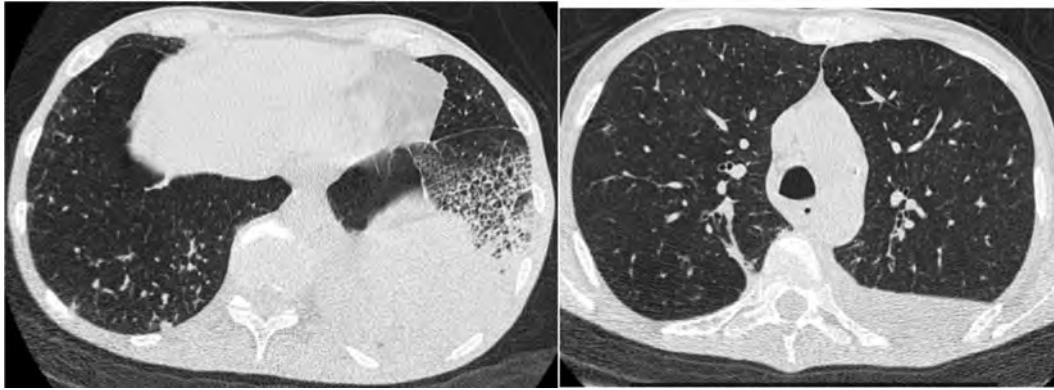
КТ органов грудной полости пациентки с COVID-ИА и ХОБЛ. В нижней доле левого легкого крупная зона уплотнения по типу консолидации, широко прилежащая к реберной плевре; правосторонний гидроторакс
